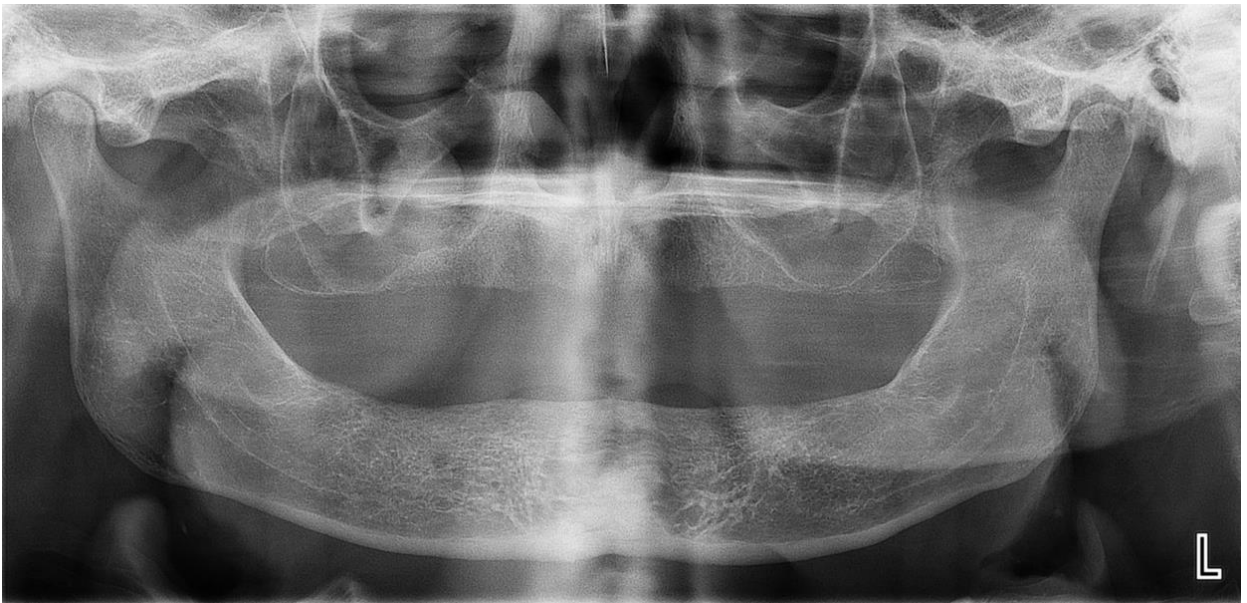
Radiografia panorâmica inicial de paciente incluído no estudo.
